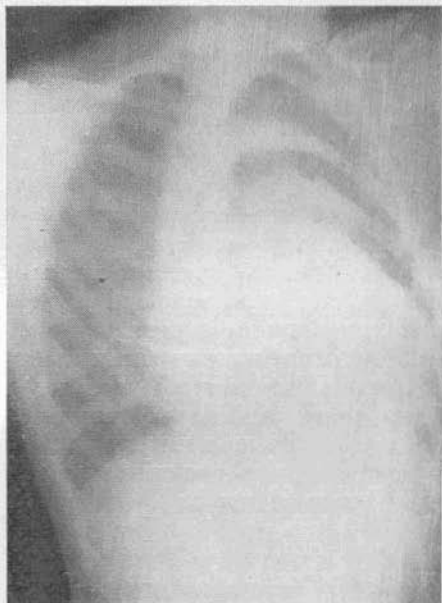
Radiografía en oblicua anterior derecha. Apréciase el agrandamiento ventricular derecho. Caso n.º 2.
